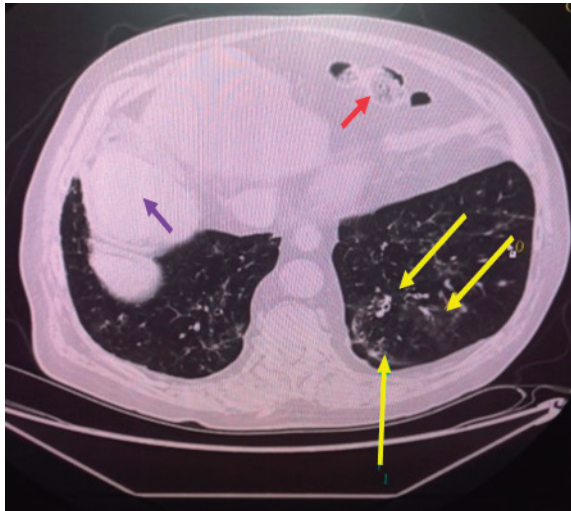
Пациент Г., 46 лет – КТ лёгких: участок компримированной паренхимы лёгкого (желтые стрелка); красная стрелка – кишечник, фиолетовая стрелка – печень
